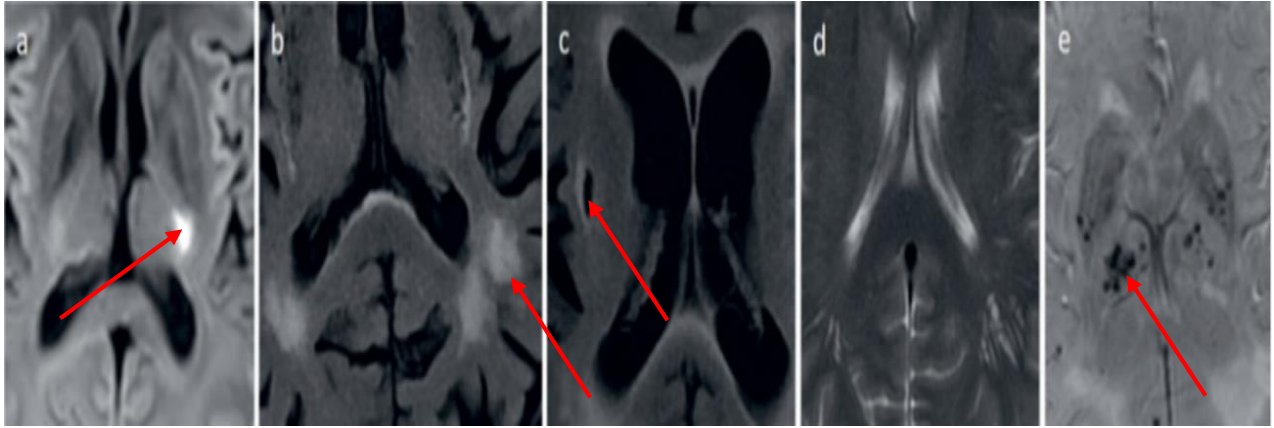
Infarctus aigu de type lacunaire sur l'image DWI ; b : Hyperintensités de la substance blanche sur l'image FLAIR ; C : Lacune vu sur l'image FLAIR comme une cavité sombre remplie de liquide entourée d'un bord hyperintense ; d : Espace périvasculaire dilaté sur image T2 ; e : Microbleeds profonds multiples des ganglions de la base et des thalamis sur l'image SWAN.*
